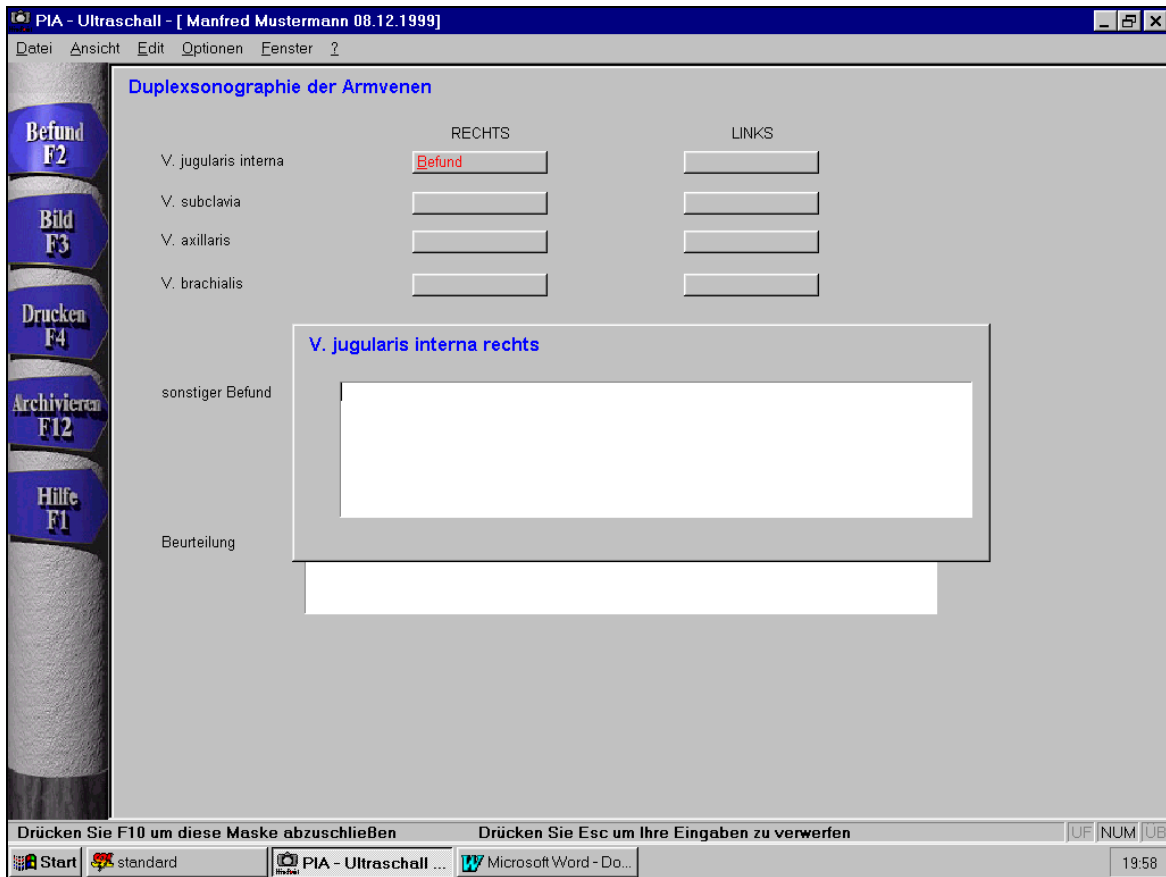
Menü „Duplexsonographie der Hals-/Armvenen“, Untermenü „V. jugularis interna“
